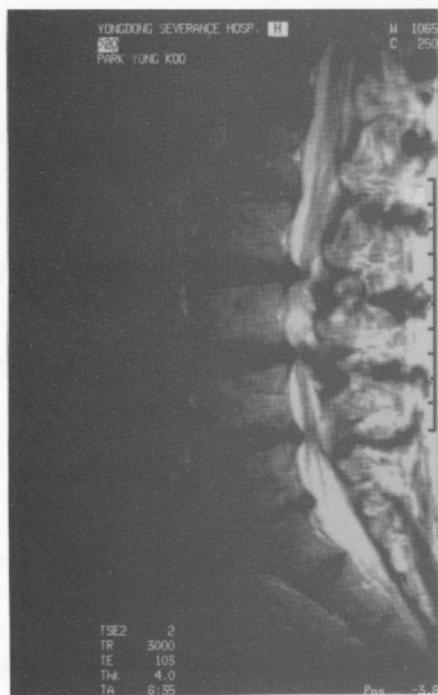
Spinal MRI showing the degenerative spondylolisthesis
